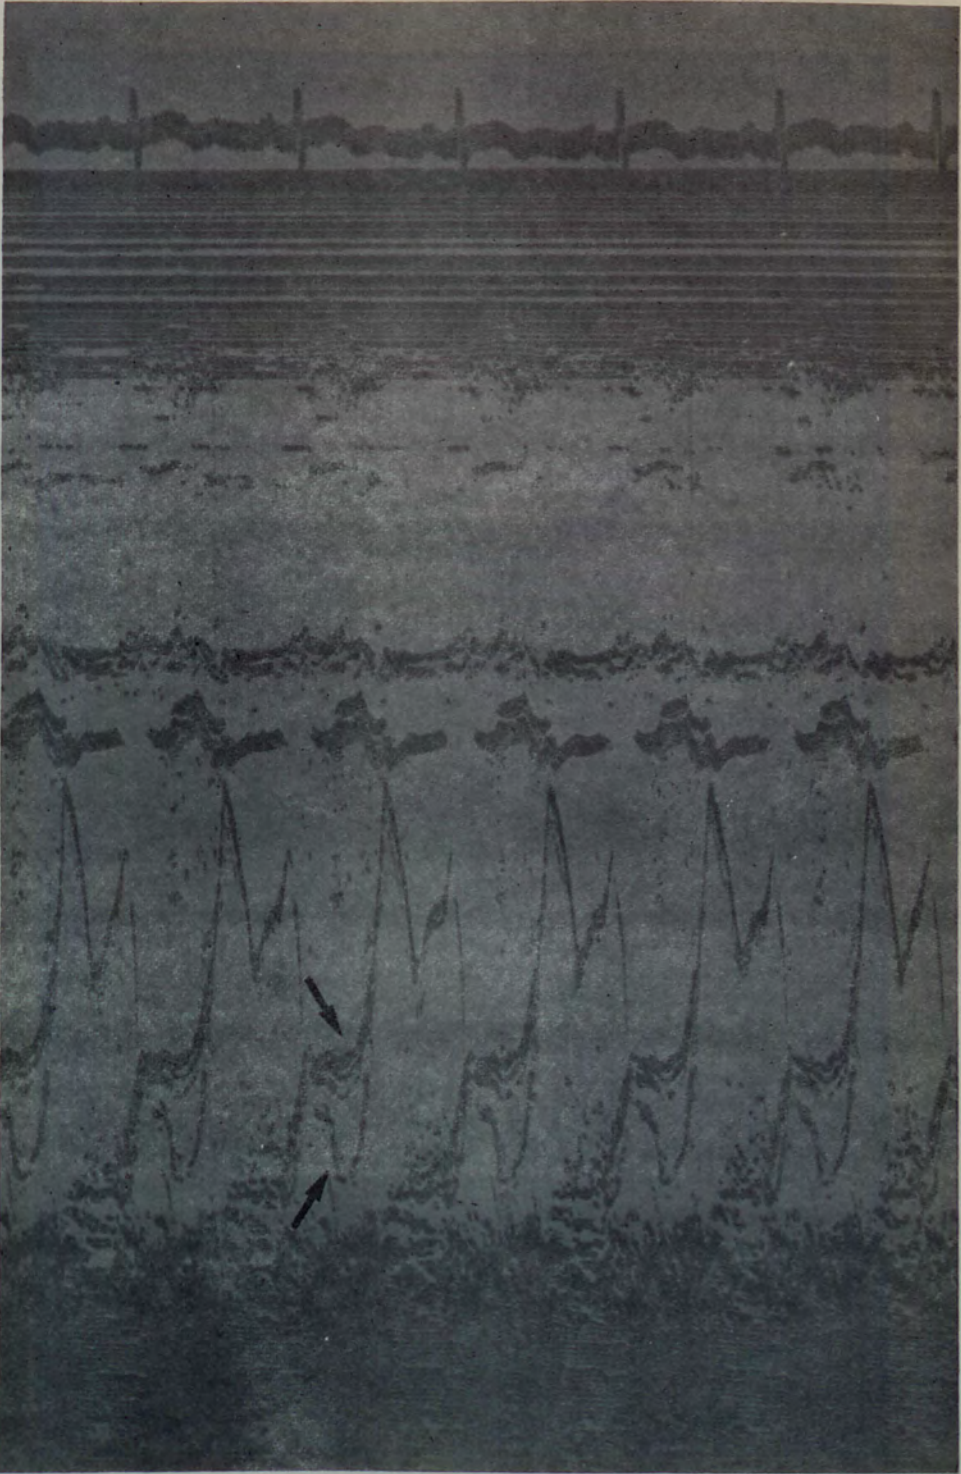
Caso nº 22 (JCG). O ecocardiograma mostrou um prolapso importante da valva mitral. A seta superior indica o prolapso do folheto anterior, enquanto a inferior aponta para o prolapso do folheto posterior da valva mitral.
